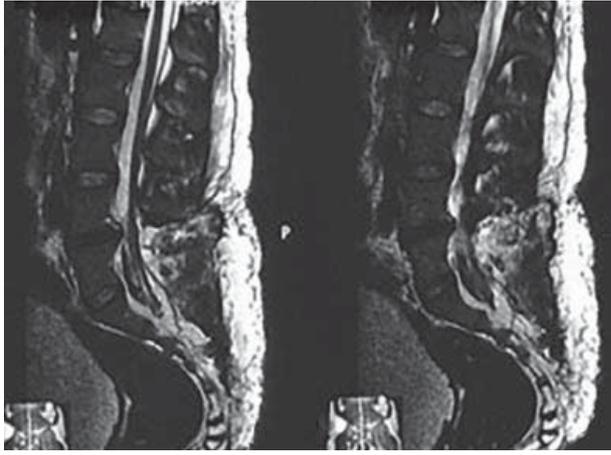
МРТ у T2-режимі. Спинний мозок розташований на рівні S1, відсутня його фіксація
